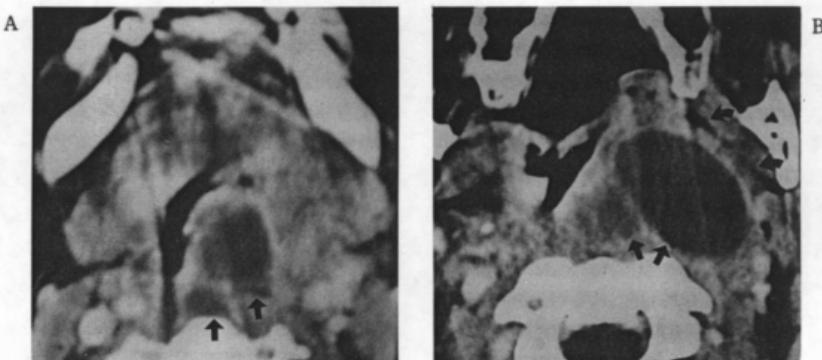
Multiloculated retropharyngeal space abscess. CT scans through the levels of nasopharynx(A) and oropharynx(B) show eccentrically located, multiseptated abscess(arrows) mainly in the left retropharyngeal space compressing the pharyngeal fat(curved arrows) and airway.
